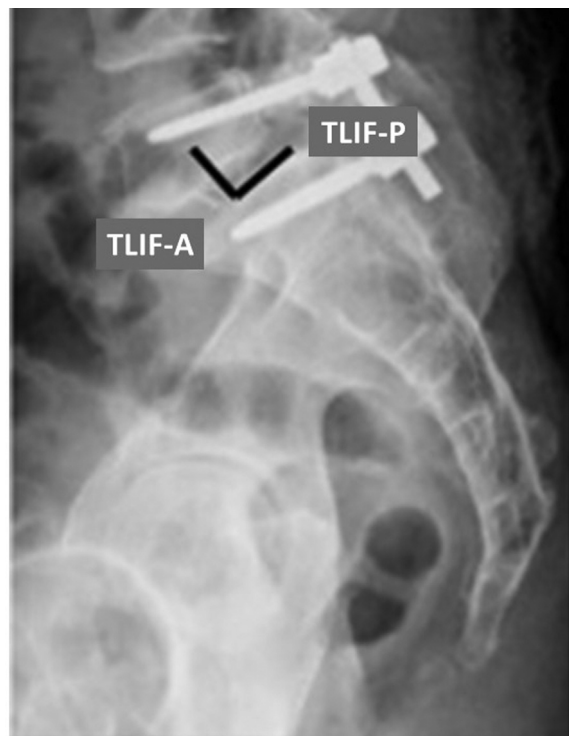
Radiografia de coluna em perfil (lateral) demonstrando o critério de posicionamento do cage no espaço intervertebral – anterior (TLIF-A) ou posterior (TLIF-P).
